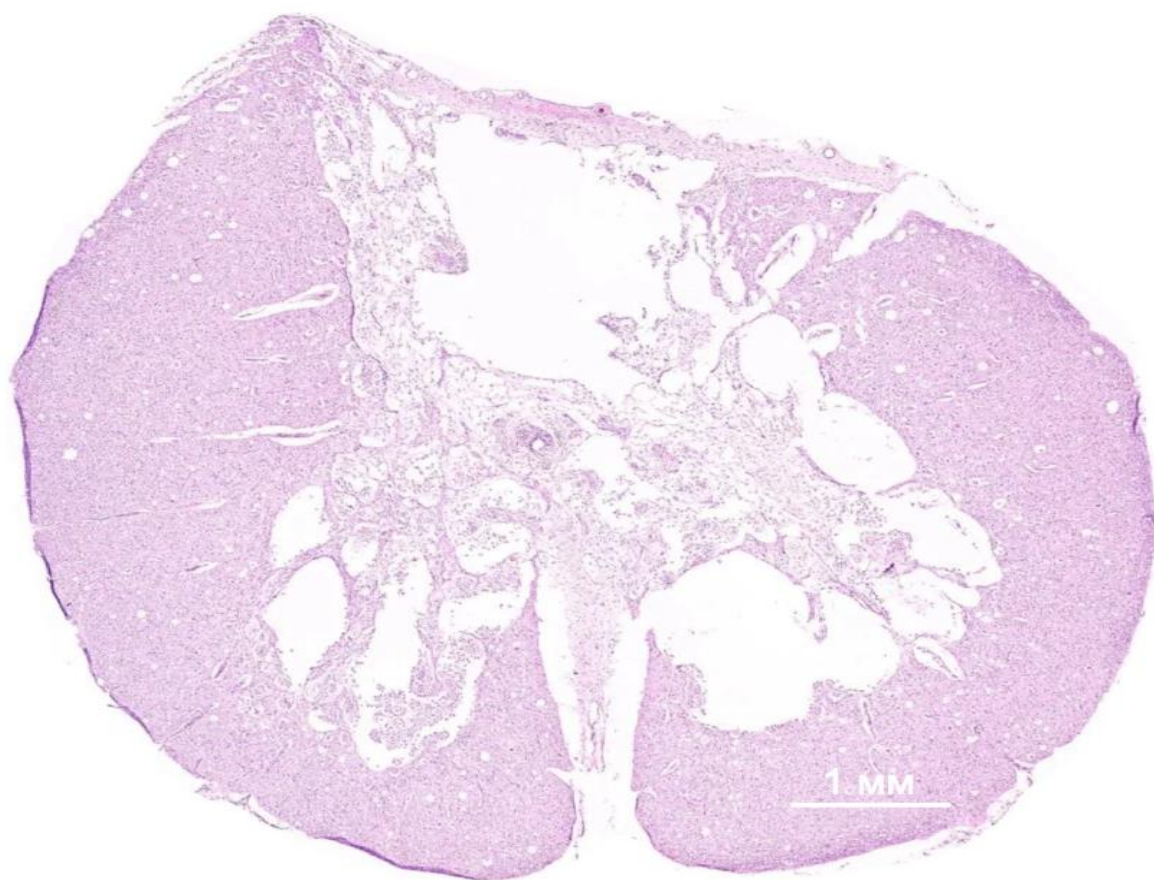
Поперечный срез спинного мозга на уровне эпицентра через 8 недель после моделирования контузионной травмы; окраска гематоксилином и эозином
